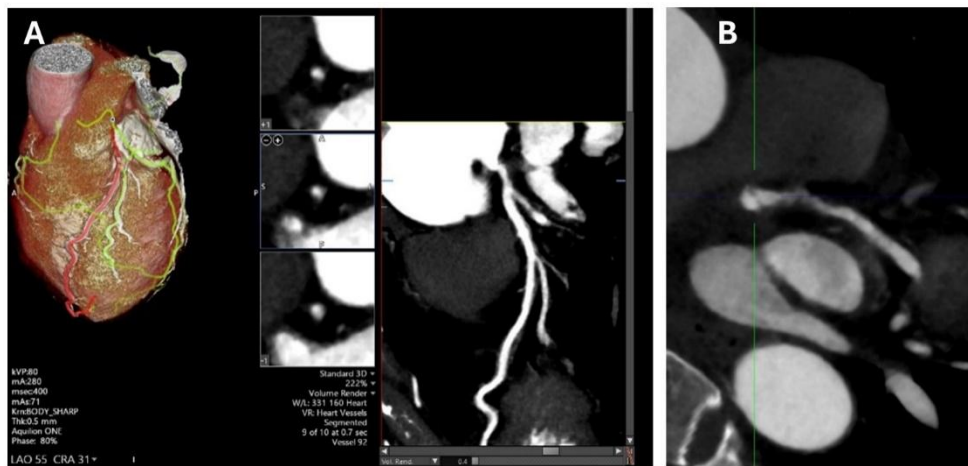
TC de arterias coronarias. A. Disección coronaria de TCI-DA proximal en corte coronal. B. Reconstrucción de TCI-DA.
